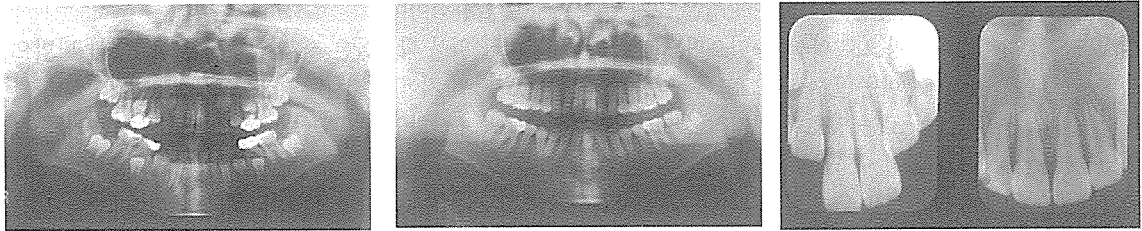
치료전과 장치제거 직후의 Orthopantomogram과 intraoral X-ray : 상악중절치의 치근단흡수와 치조골의 angular defect가 보인다.
